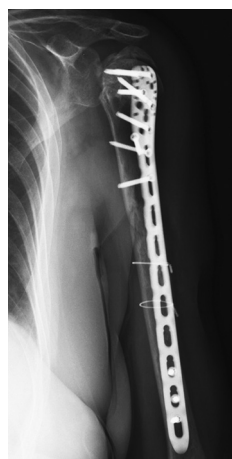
Контрольная рентгенограмма плеча через 9 мес. с момента операции: отмечается консолидация диафизарной части, несращение, вторичная миграция большого бугорка и аваскулярный некроз головки плечевой кости
